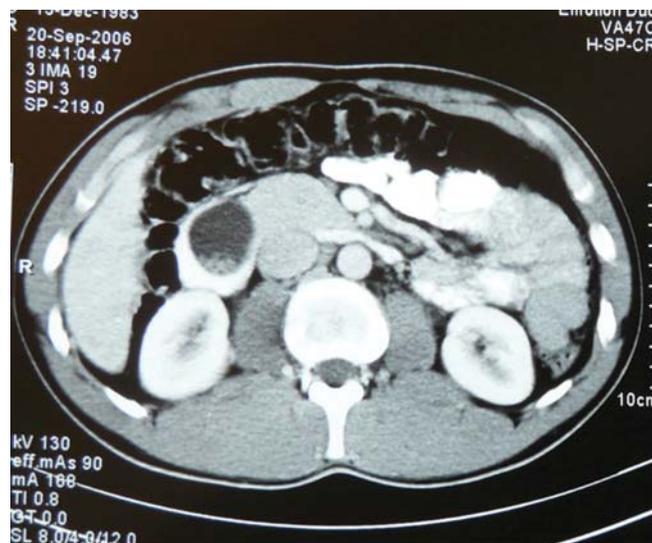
Imagem de tomografia computadorizada abdominal – imagem alongada com 4 cm de maior eixo transversal, compatível com divertículo do colédoco com microlitíase no interior que empurra e molda a 2ª porção duodenal; sugestão de comunicação com a VBP
